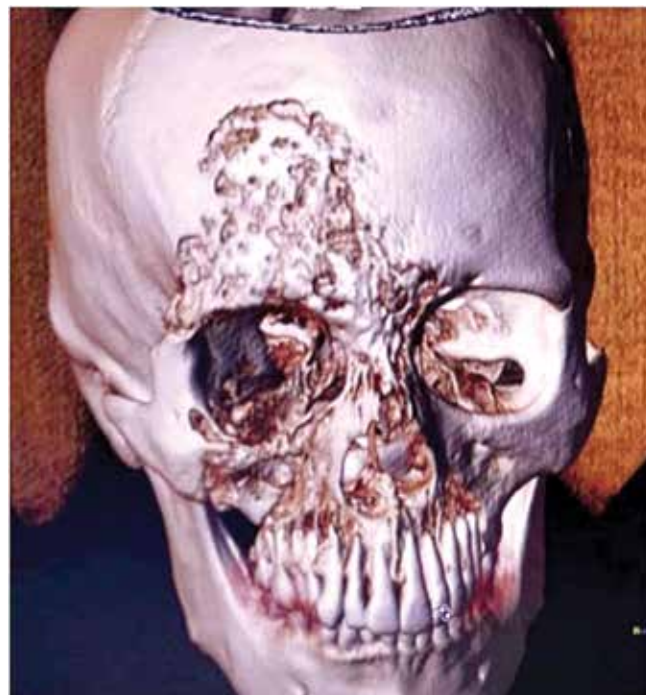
Компьютерная томография, 3D-изображение. Множественное поражение костей лицевого скелета, основания черепа и чешуи лобной кости. Иллюстрация взята из работы S. Eswaran и соавт. [19]
